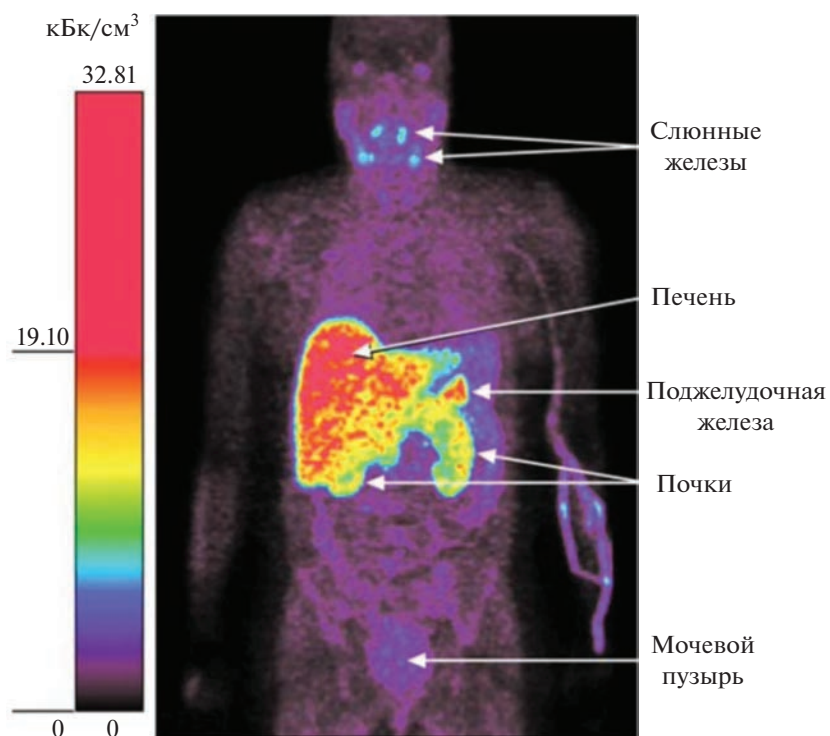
Репрезентативное корональное ПЭТ-изображение всего тела пациента с ревматоидным артритом через 10 мин после инъекции ^{11}C -холина. Адаптировано из Tolvanen et al. [16].
